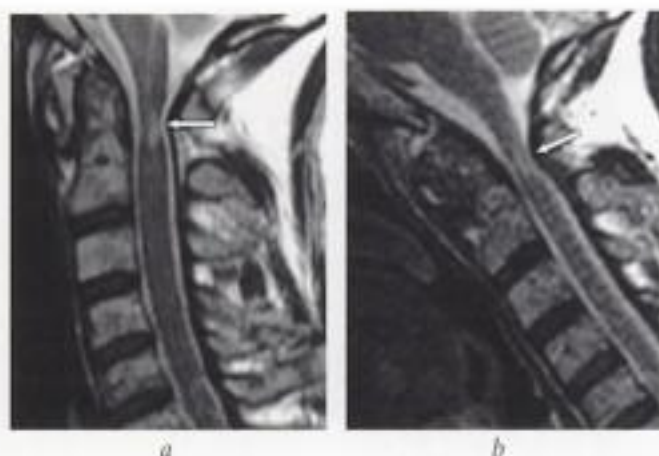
Instabilité C1-C2 et atteinte médullaire (polyarthrite rhumatoïde). IRM en coupes sagittales T2 a) en position neutre et b) en flexion : signes de souffrance médullaire en regard d'un diastasis C1-C2 : atrophie focale de la moelle épinière et hypersignal T2 (flèche en a); majoration du rétrécissement canalaire avec effacement des espaces sous-arachnoïdiens liquidiens péri-médullaires lors de la séquence réalisée en flexion (flèche en b).
